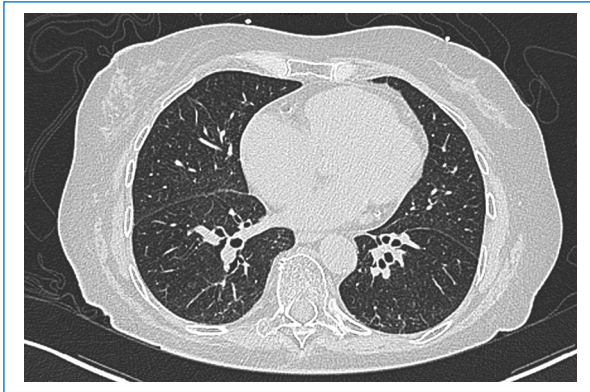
Tomografía computarizada simple pulmonar. Parénquima pulmonar sin zonas de infiltrado, engrosamiento intersticial difuso bilateral de predominio peribroncovascular, y dilataciones bronquiales cilíndricas difusas y de predominio basal.
